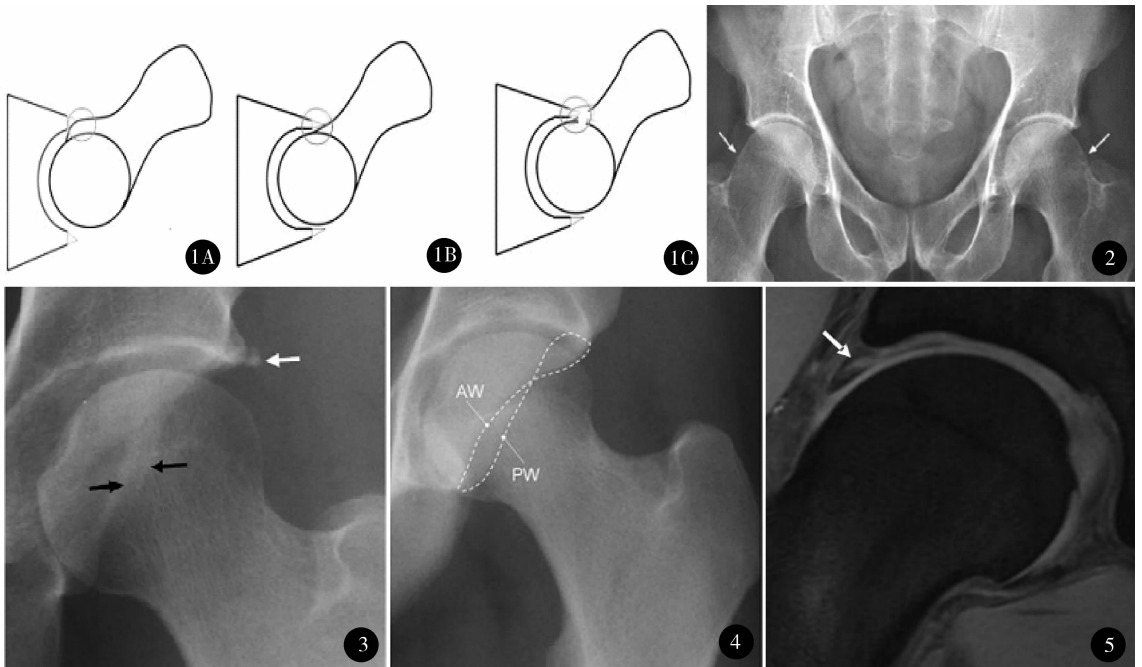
A. 凸轮型撞击型 (cam type); B. 钳夹型撞击型 (pincer type); C. 混合型 图 2 骨盆正位 X 线片示:股骨头的球形结构消失,骨质异常增生,呈“手枪柄样”畸形 图 3 骨盆正位 X 线片,黑箭头示白缘钙化后突,白箭头示白唇骨化 图 4 骨盆正位 X 线片,虚线示“8 字征”,AW:前缘,PW:后缘 图 5 髋关节 MRI,白箭头示盂唇损伤
